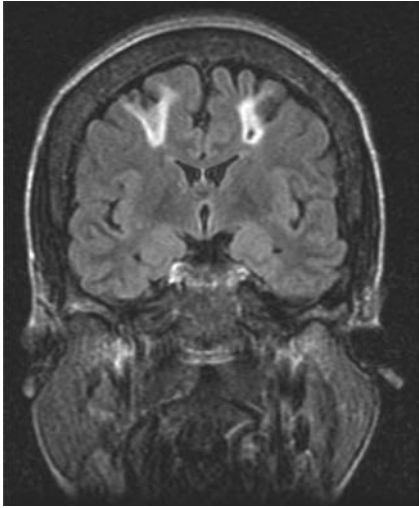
冠状动脉旁路移植术 (CABG) 后患者脑冠状液体衰减反转恢复 (FLAIR) MRI 序列检查
